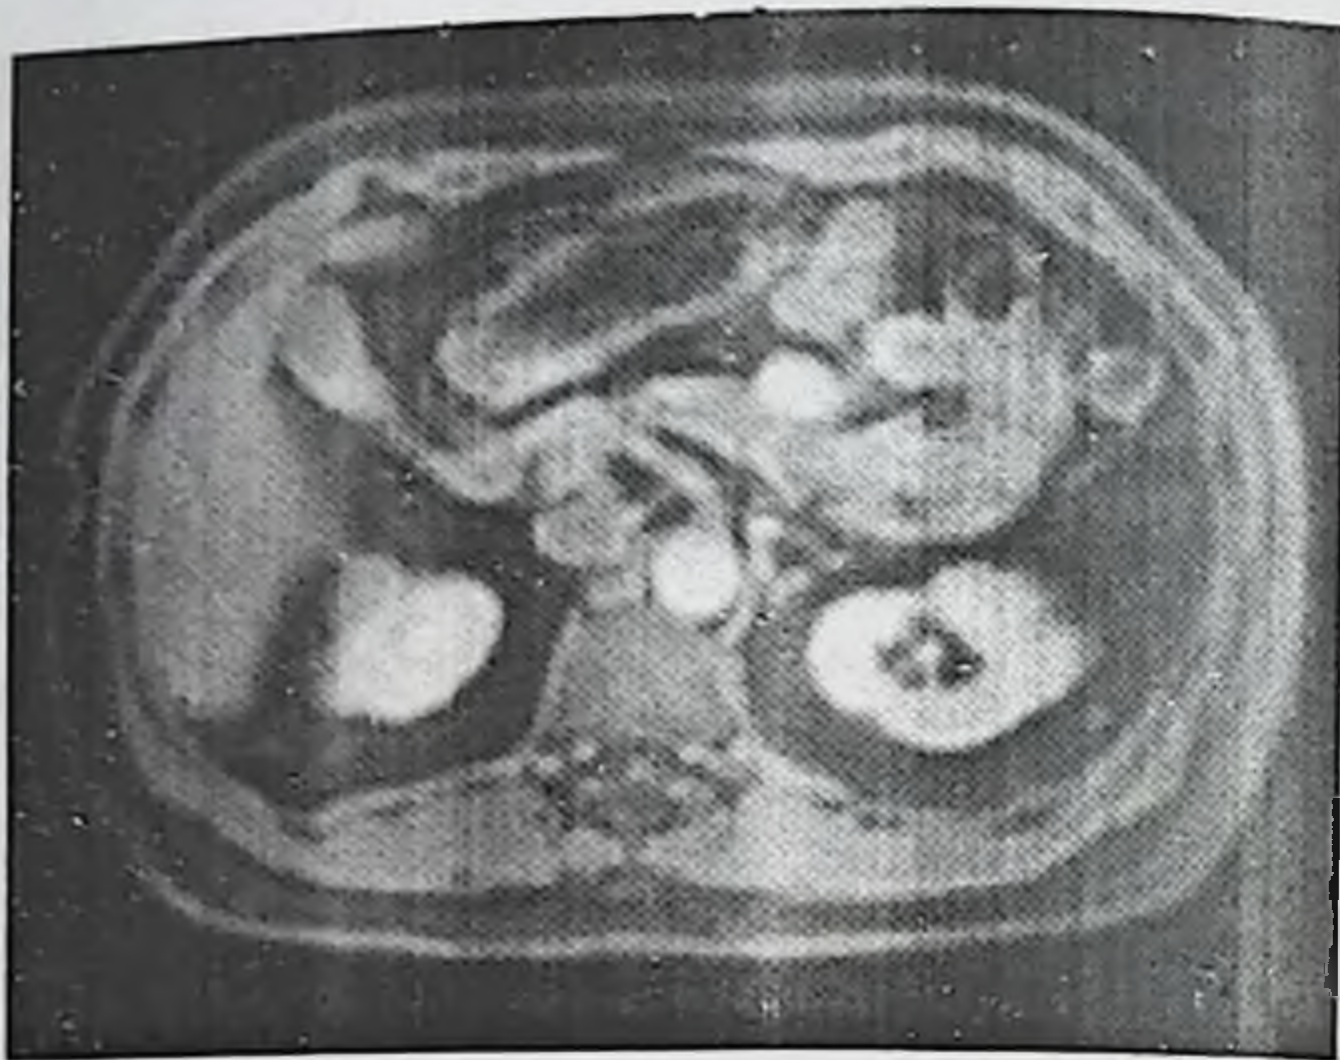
Компьютерно-томографическая картина увеличенных аортальных лимфоузлов
